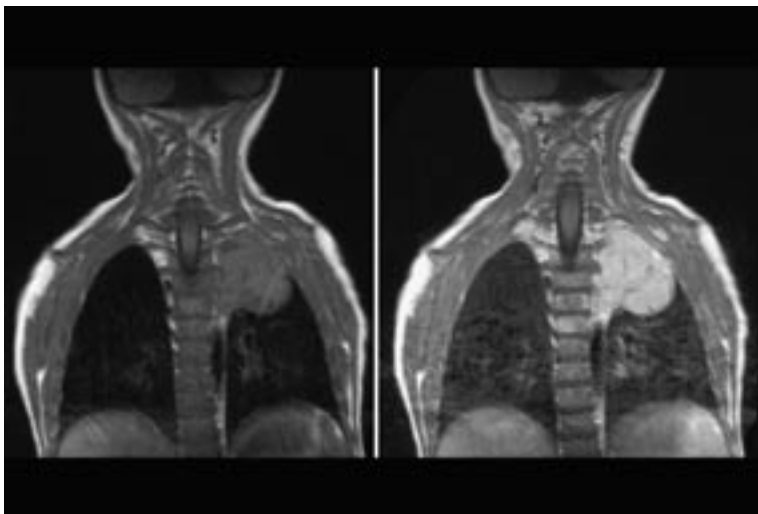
Koronare T1w MRT vor und nach KM-Gabe: Hypointense, stark KM anreichernde Raumforderung im hinteren Mediastinum.
